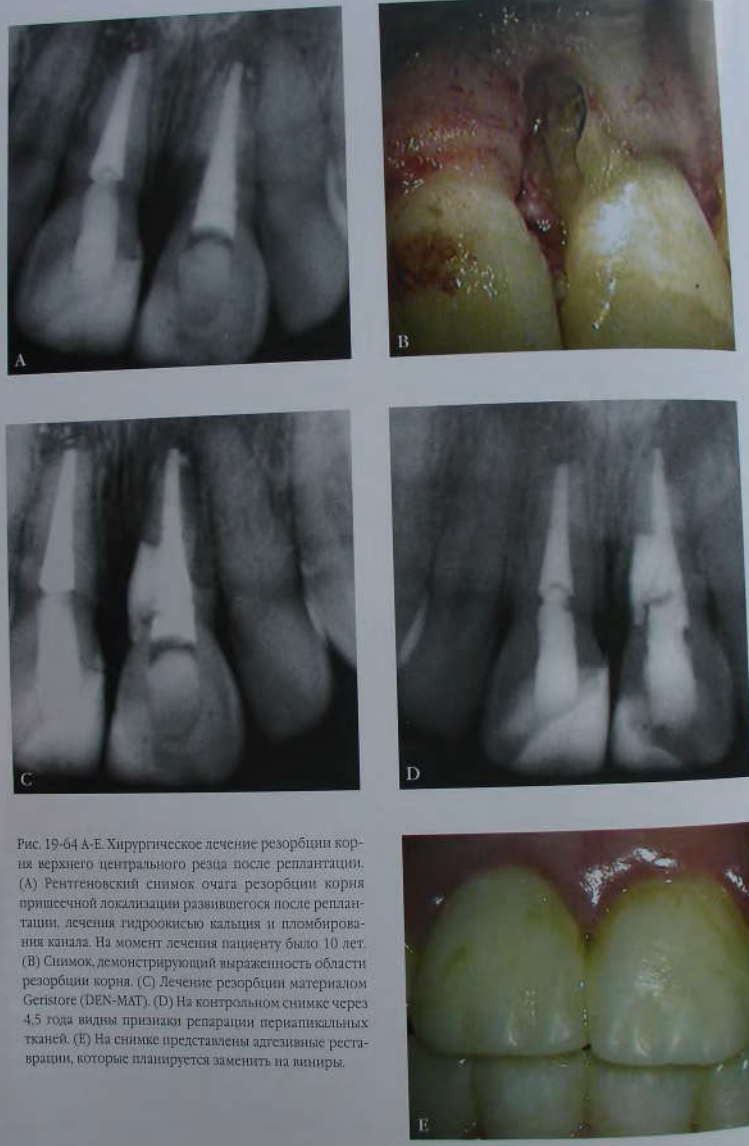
А-Е. Хирургическое лечение резорбции корня верхнего центрального резца после реплантации. (А) Рентгеновский снимок очага резорбции корня приобретенной локализации развившегося после реплантации, лечения гидроокисью кальция и пломбирования канала. На момент лечения пациенту было 10 лет. (В) Снимок, демонстрирующий выраженность области резорбции корня. (С) Лечение резорбции материалом Geristore (DEN-MAT). (D) На контрольном снимке через 4,5 года видны признаки репарации периапикальных тканей. (Е) На снимке представлены адгезивные реставрации, которые планируется заменить на виниры.
